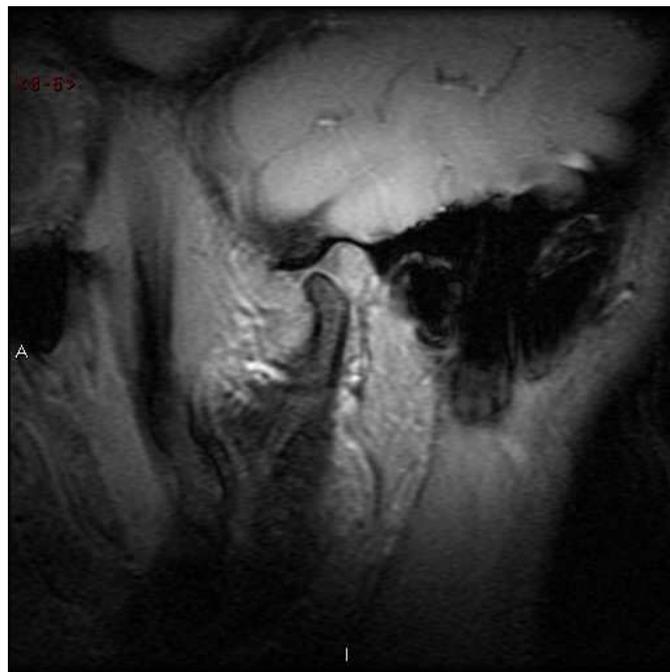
Imagem por ressonância magnética da ATM.
